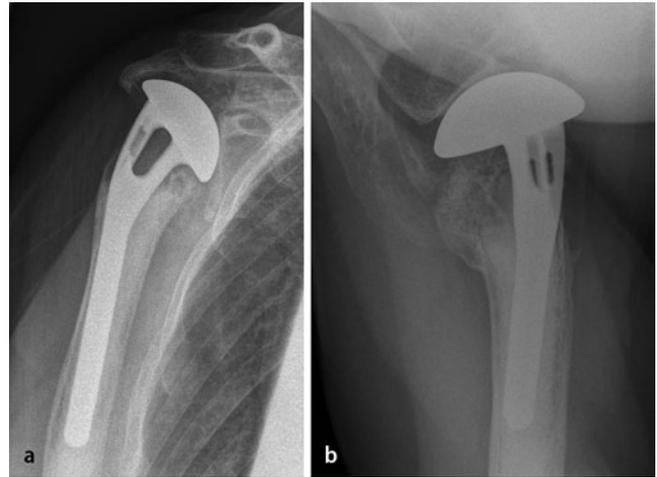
▲ a, b Anteroposteriore und axiale Röntgenprojektion 5 Jahre nach Versorgung mittels anatomischer Frakturschulterprothese mit vollständiger Resorption der Tubercula minus et majus sowie kranialer Dezentrierung des Prothesenkopfs mit Akromionerosion (Azetabularisierung) und sekundärer Glenoiderosion
